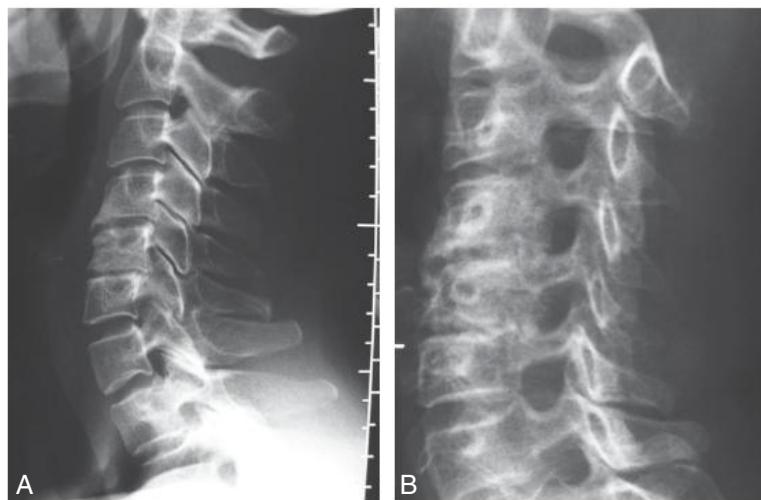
A Radiographies du rachis cervical de profil (A) et de trois quarts gauche (B). Uncodiscarthrose C4-C5 et C5-C6 rétrécissant les foramens.
